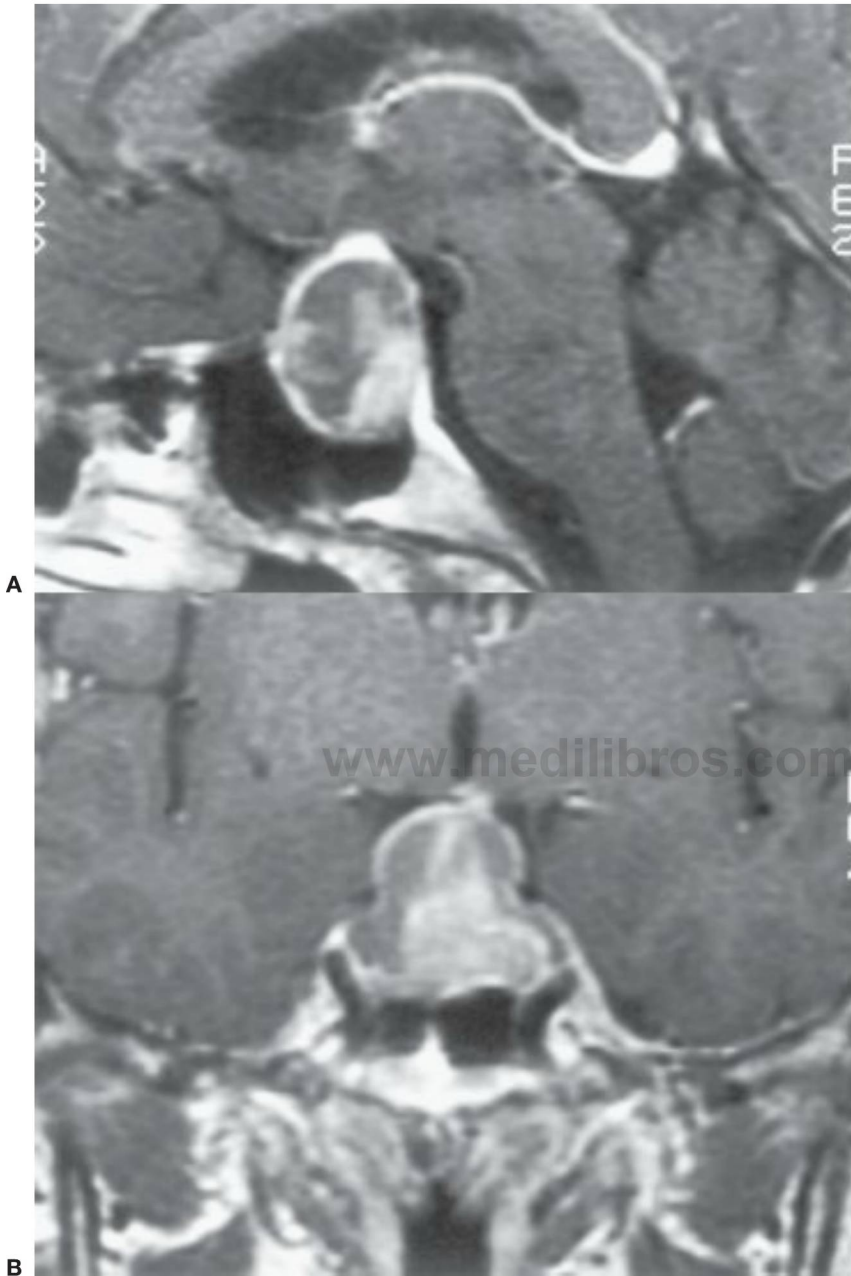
10 Imágenes de resonancia magnética potenciada en T1 y reforzada con gadolinio. A, Visión sagital. B, Visión coronal. Se observa una masa heterogénea que surge de la silla turca y asciende hasta afectar a la región del quiasma óptico. La cirugía confirmó que se trataba de un adenoma hipofisario.
